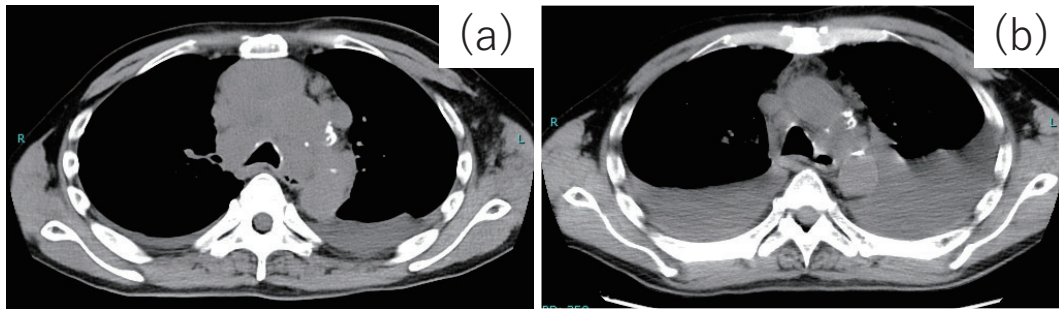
Due to enlargement of the mediastinal lymph nodes (a), entrectinib was started. CT performed 1.5 months later showed tumor shrinkage (b).
